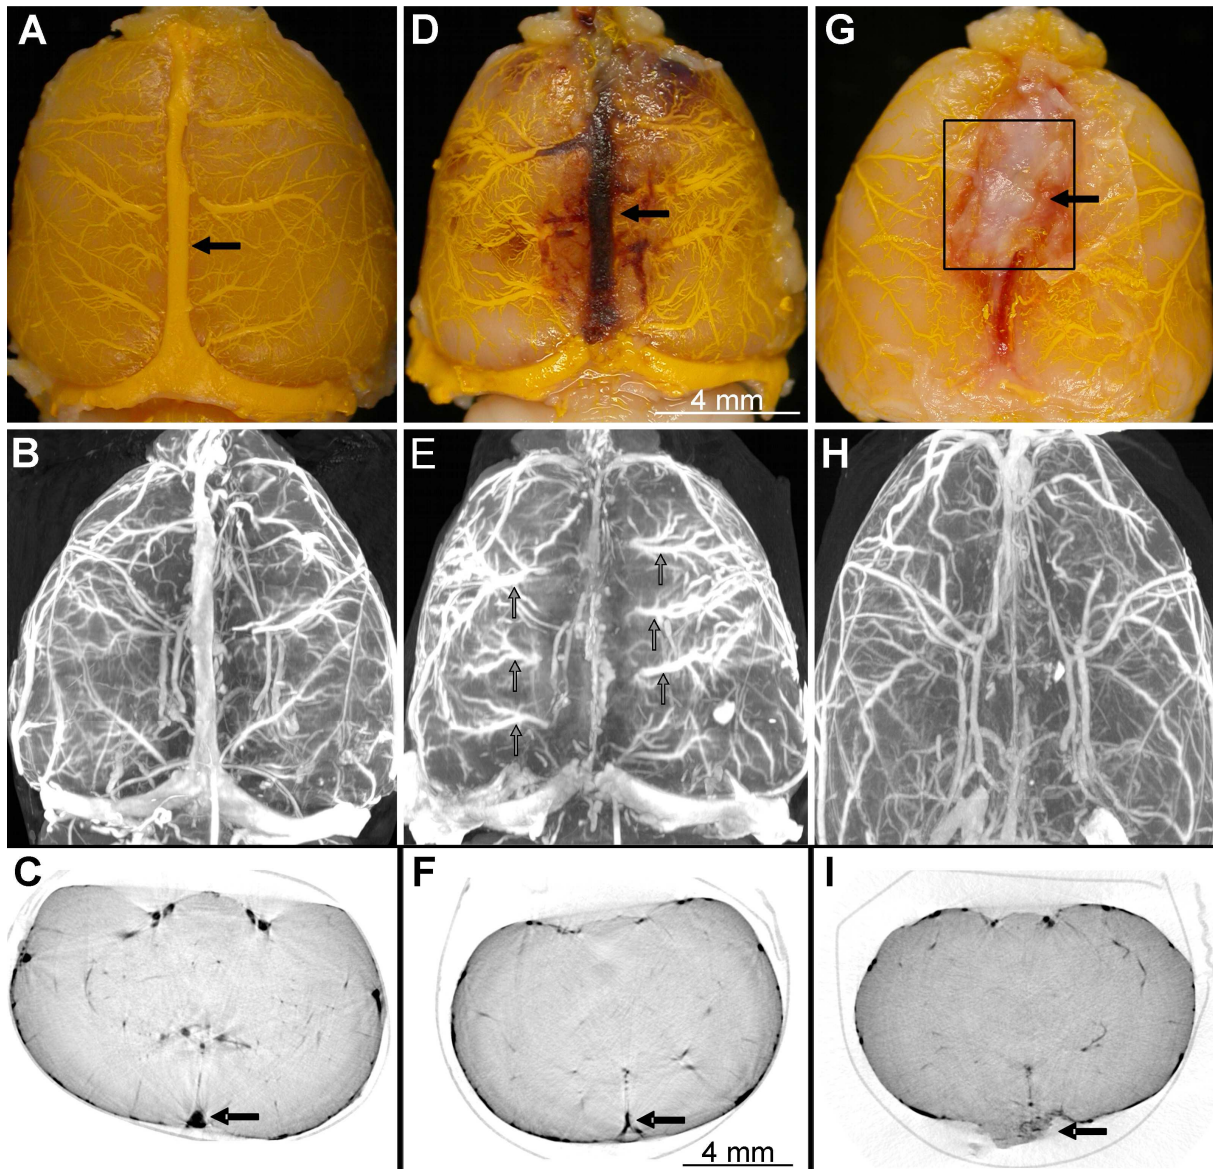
Repräsentative makroskopische und mikro-computertomographische Bilder. Obere Reihe zeigt die makroskopische Darstellung des MicrofilTM gefüllten Gehirns. Die schwarzen Pfeile zeigen den okkludierten Sinus sagittalis superior in einem etwa 1 cm messenden Abschnitt, Die mittlere und untere Reihe zeigen die korrespondierenden Mikro-CT Bilder. Maximum-intensity projection (MIP) und koronare Schnitte. Die schwarzen Pfeile zeigen den SSS. A, B, und C: sham-op Kontrollen. D, E, und F: SSS Thrombose nach 6 Stunden. Beachte die erweiterten Brückenvenen (graue Pfeile). G, H, und I: SSS Thrombose nach 6 Wochen.
